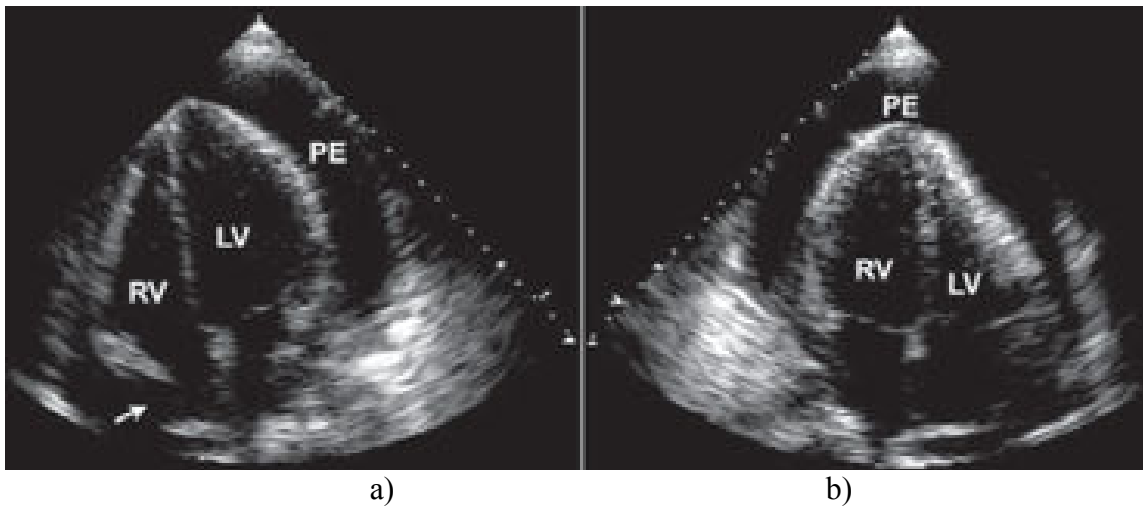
Imágenes de ultrasonido del corazón (Imágenes tomadas de [69]), a) Dos cavidades, b) Cuatro cavidades.
